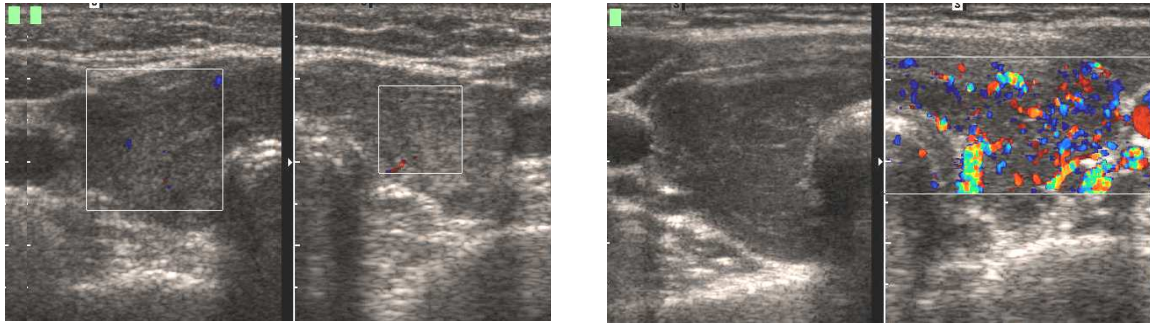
Sonographische Darstellung der Autoimmunthyreoiditis
